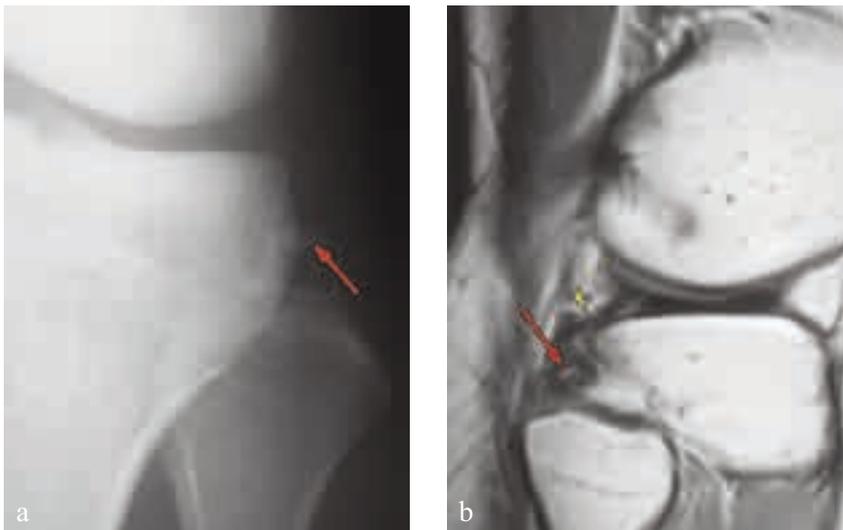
• a) radiogramma AP di ginocchio dove si evidenzia (freccia rossa) il distacco dell'apice della stiloide peroneale (arcuate sign); b) immagine RMN dove si evidenzia il distacco di un frammento dell'apice peroneale (freccia rossa) dislocato vicino al tendine del popliteo (freccia gialla).
